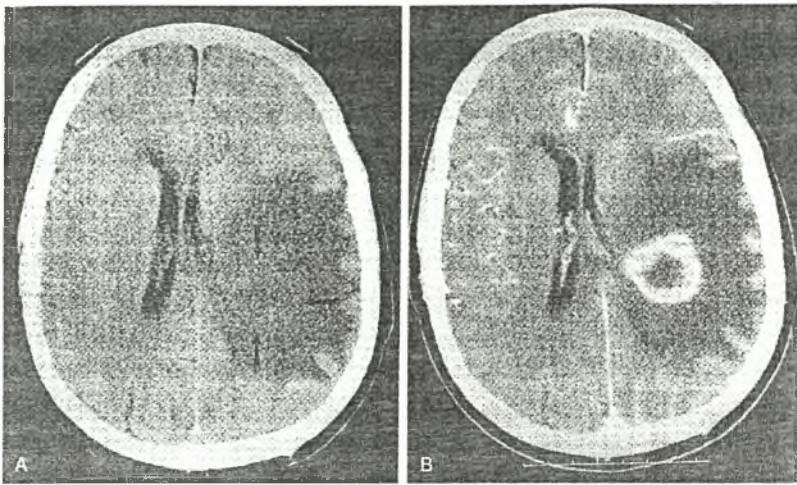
Low grade* αστροκύτωμα χωρίς (A) και με (B) χορήγηση σκιαγραφικής ουσίας ενδοφλεβίως (Blake LC, Maravilla KR: Computed Tomography. Berger & Wilson. The Gliomas. Philadelphia: W.B. Saunders Co 1999, 242-274).
